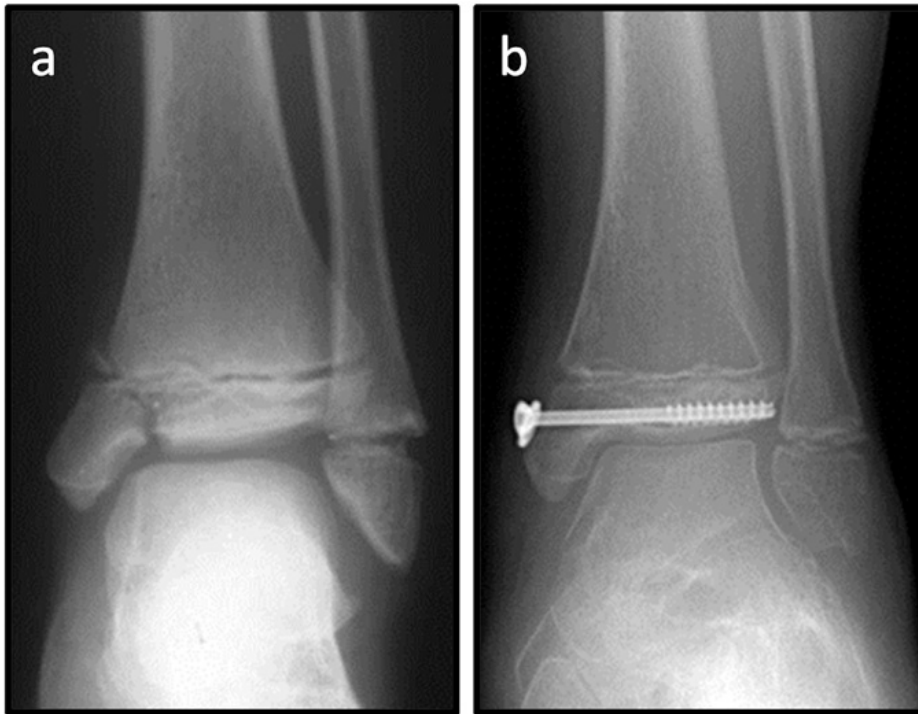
7-jährige Patientin nach Sturz. Röntgen des Sprunggelenks links a. p. (a): Dislozierte Malleolus medialis Fraktur, Z. n. Schrauben-Osteosynthese a. p. (b).
